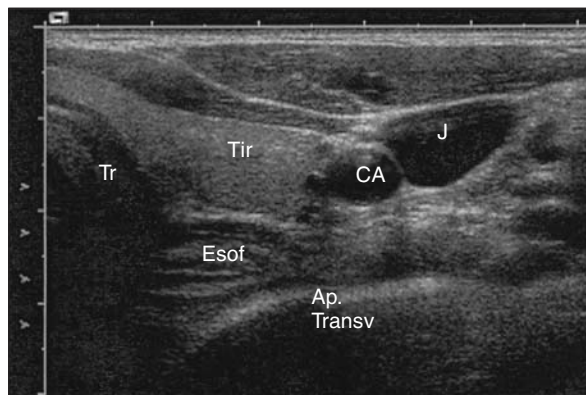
Imagem de ecografia (região cervical), evidenciando a grande discriminação de estruturas, o que facilita a monitorização da intervenção.
